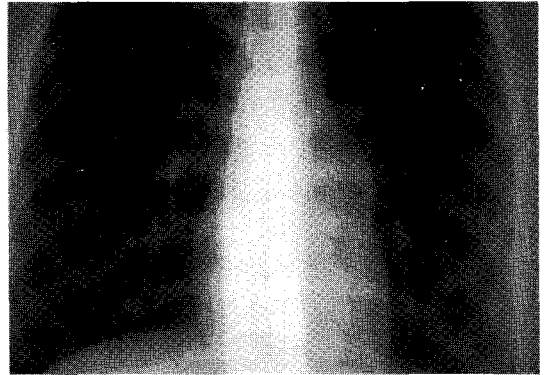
Chest radiograph shows relatively well-defined, about 2.5cm-sized, bulging mass lesion on left suprahilar area.
